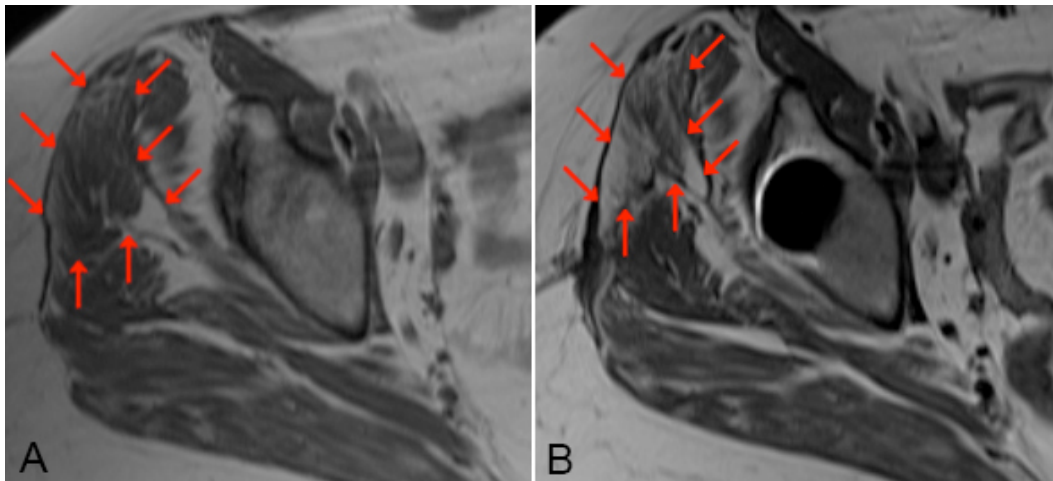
Axiale MRT-Aufnahme des Musculus gluteus medius einer 75-jährigen Patientin vor (A) und sechs Monate nach (B) einer Erstrevisionsoperation am Hüftgelenk. Es ist zu erkennen, dass besonders im anterioren GM-Drittel (rote Pfeile) eine ausgeprägte Zunahme der fettigen Degeneration aufgetreten ist.
